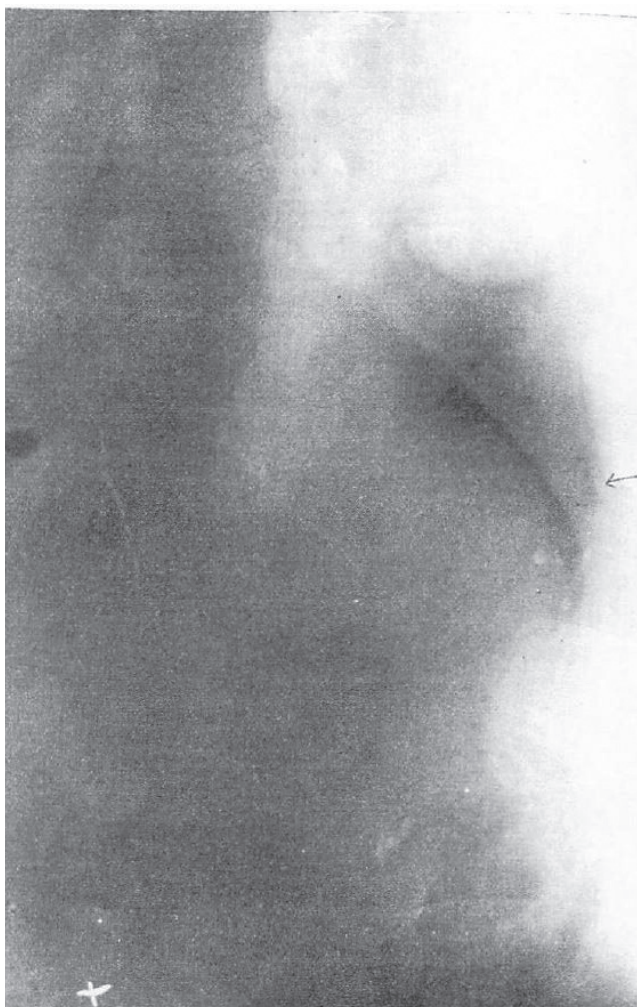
A.S. No.77439. 卵巣嚢腫または壁の薄い妊娠子宮の疑い. X線で妊娠(16週)と診断できた. [訳注: 矢印は児頭らしい]
